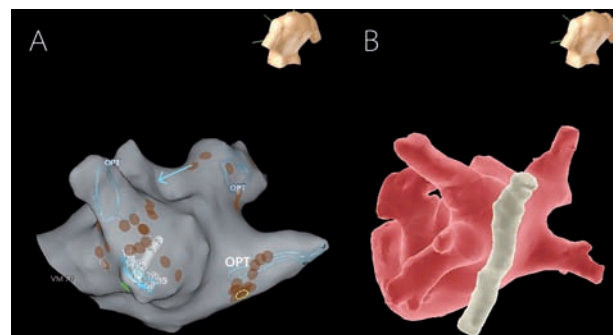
A. Reconstrucción tridimensional de la aurícula izquierda con sistema Ensite NavX, donde se aprecia la localización del catéter circular Optima (marcado con las letras OPT) y el catéter de ablación (flecha celeste). B. Reconstrucción de aurícula izquierda a partir de tomografía computada multicorte para observar la posición del esófago.
